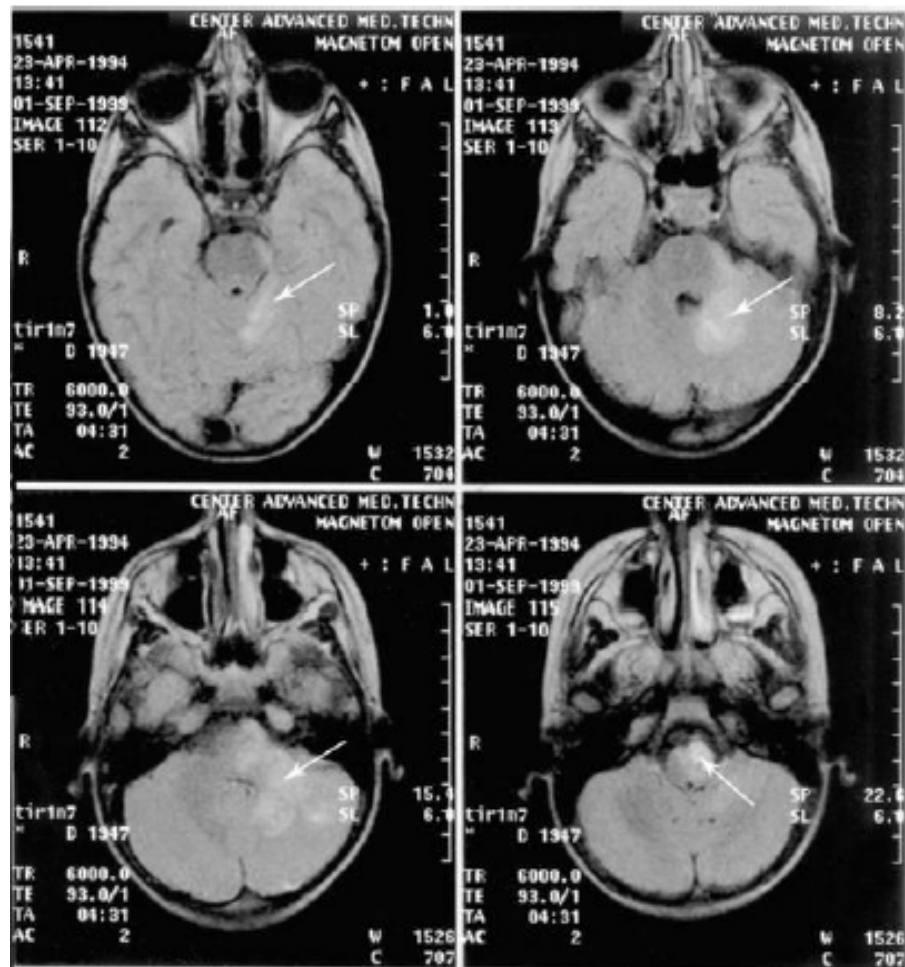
Хвора Г., 5 років. Діагноз «іксодовий кліщовий бореліоз з ураженням центральної нервової системи (енцефаліт), гостра течія». Магнітно-резонансна томографія головного мозку (FLAIR). Осередки патологічного сигналу в мозочку, ніжках мозку, мосту, довгастому мозку (вказані стрілками)
